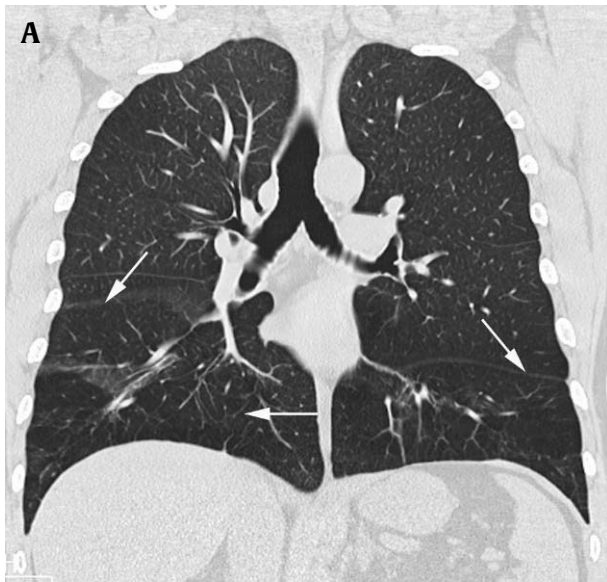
Paciente de 48 años con déficit de alfa1 antitripsina. A) La reconstrucción coronal a partir de un estudio de tomografía computarizada helicoidal dotada con múltiples coronas de detectores muestra zonas radiolucientes en ambas bases pulmonares (flechas). B) La tomografía computarizada de cuantificación muestra claramente las áreas de enfisema.
